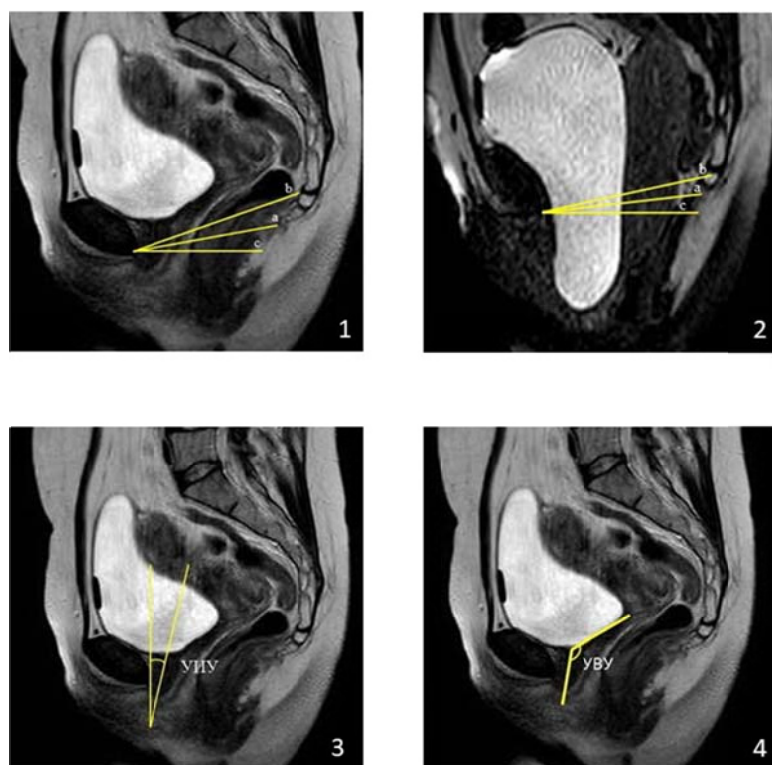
МР-томограммы. Т2-ВИ, сагиттальная плоскость: 1 — МРТ в спокойном состоянии; 2 — МРТ на высоте пробы Вальсальвы; а — L1ЛКЛ; б — L2ЛКЛ; с — L3Л; 3 — УИУ; 4 — УВУ
